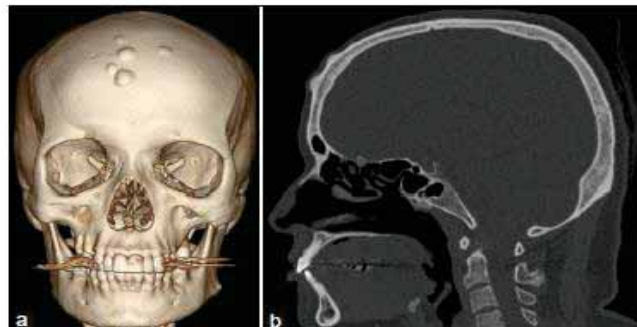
CT image showing multiple lentiform hyper dense lesions involving the outer table of frontal bone (a) 3 dimensional view (b) Sagittal view
